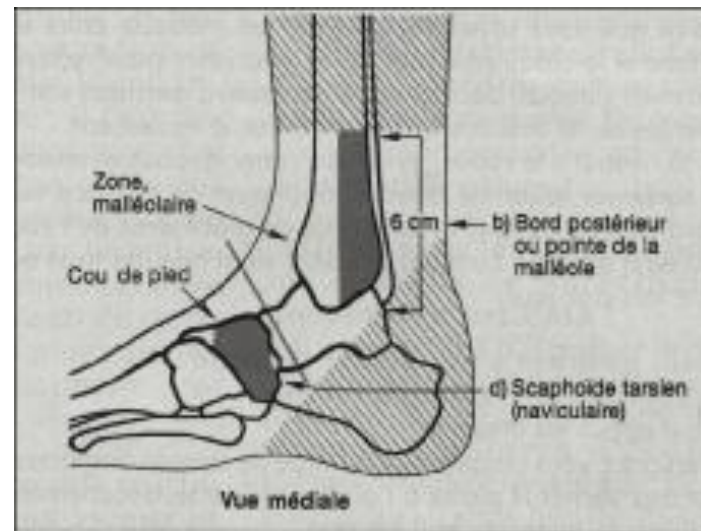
Critères d'Ottawa, vue médiale. Une douleur sur une zone grise ou hachurée impose une radiographie.
